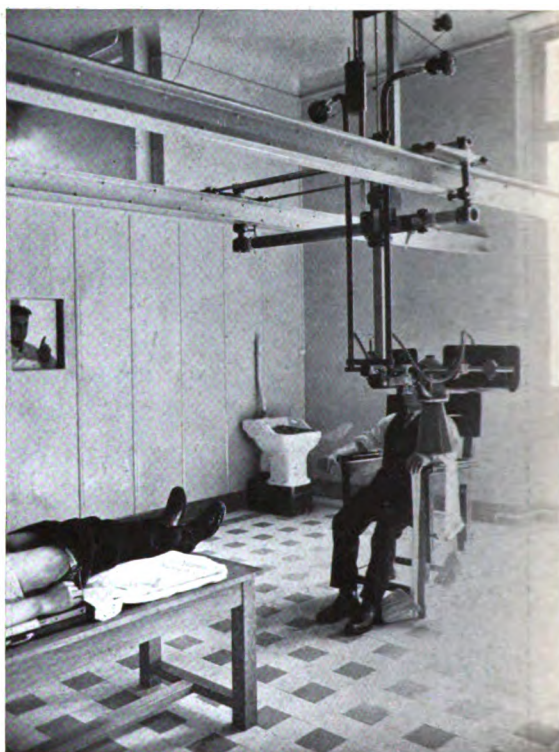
Salle de Radiographie; pour les membres supérieurs, les malades sont radiographiés assis. Remarquer le guichet blindé de surveillance.
